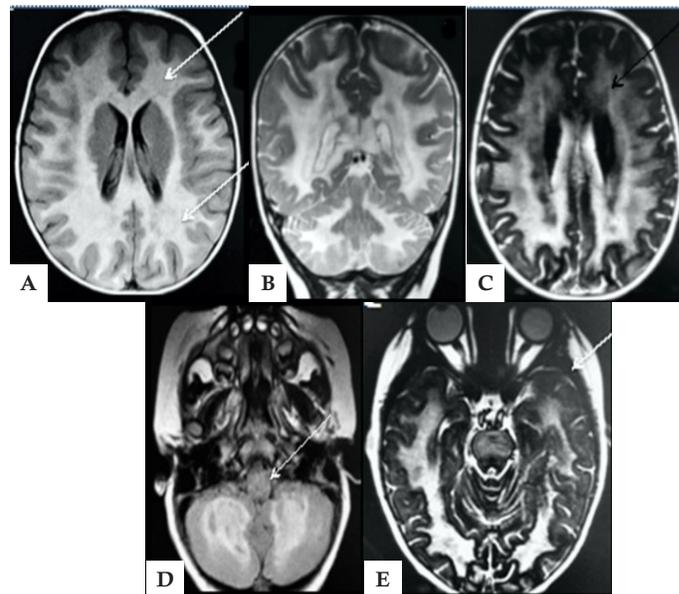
Resonancia magnética cerebral: A y B secuencias T1, se observa la hiperintensidad difusa, supra e infratentorial de la sustancia blanca "Vanishing White Matter Disease"; C: Secuencia T2 coronal que demuestra la hiperintensidad de la sustancia blanca. D y E: Estudio de mielina: note la disminución heterogénea de la misma.
